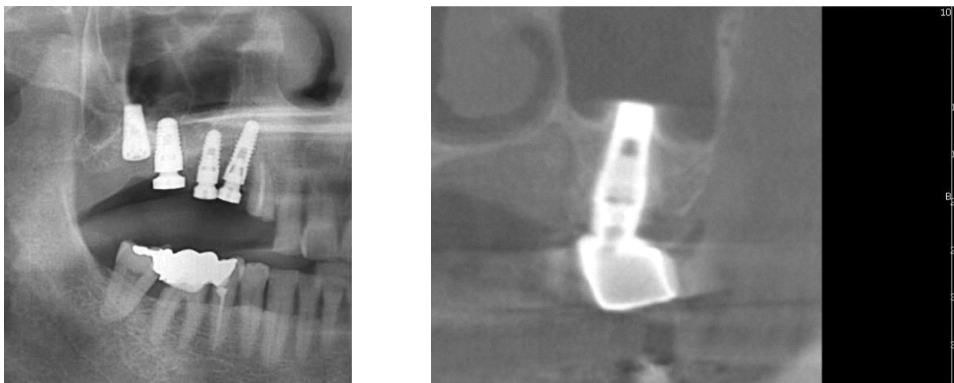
Postoperative panoramic view showing the Endopore[®] implant placed in the right maxillary 2nd molar area and computed tomograph showing the bone reformed in contact with the implant
